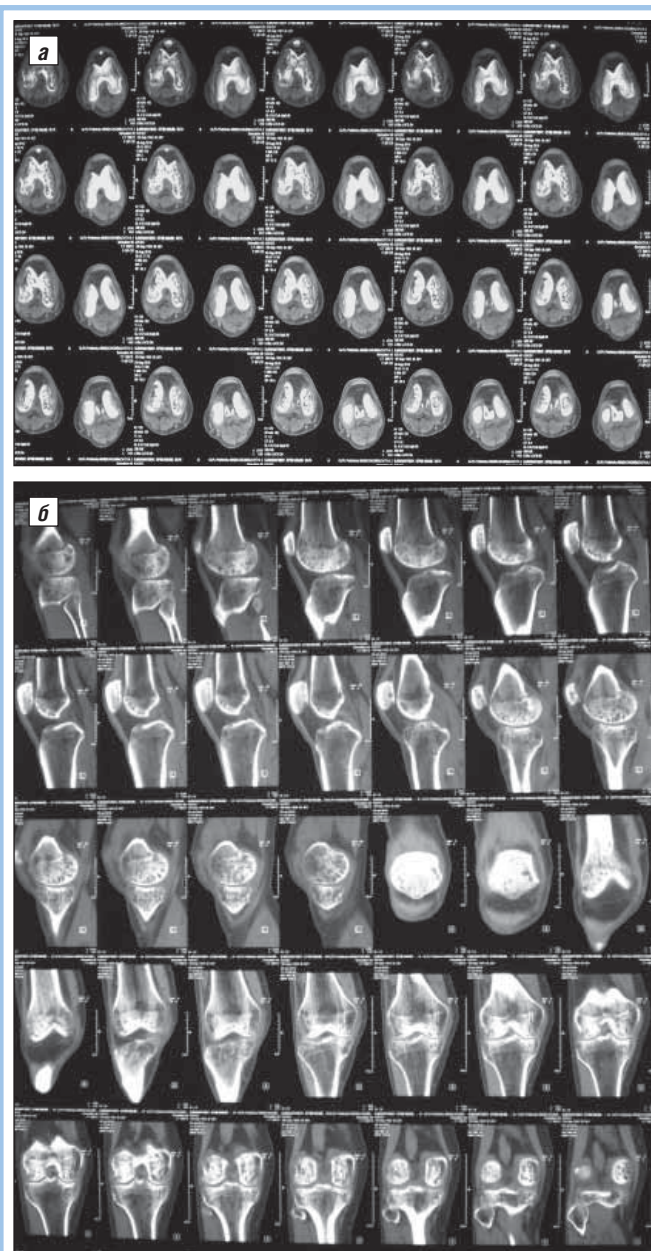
КТ больного С. Пятнистый остеопороз в области эпифизарных концов бедренной и большеберцовой костей на уровне коленного сустава
